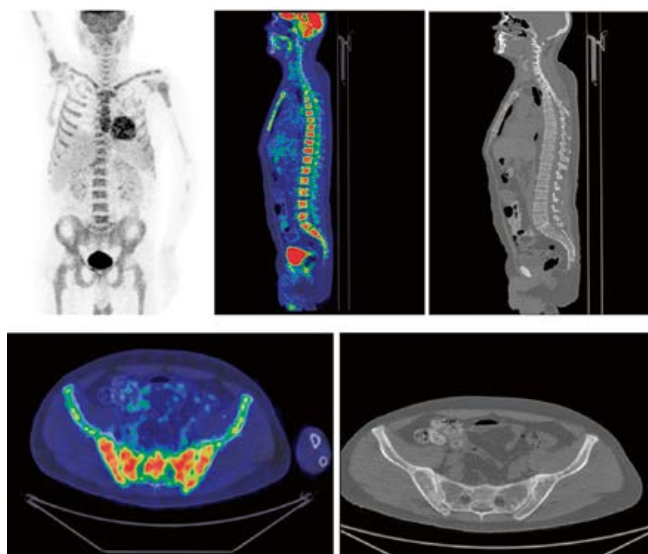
Пациент М., 54 года. Диффузное поражение костного мозга, без структурных изменений, по данным КТ, SUV_{max} – 12.
